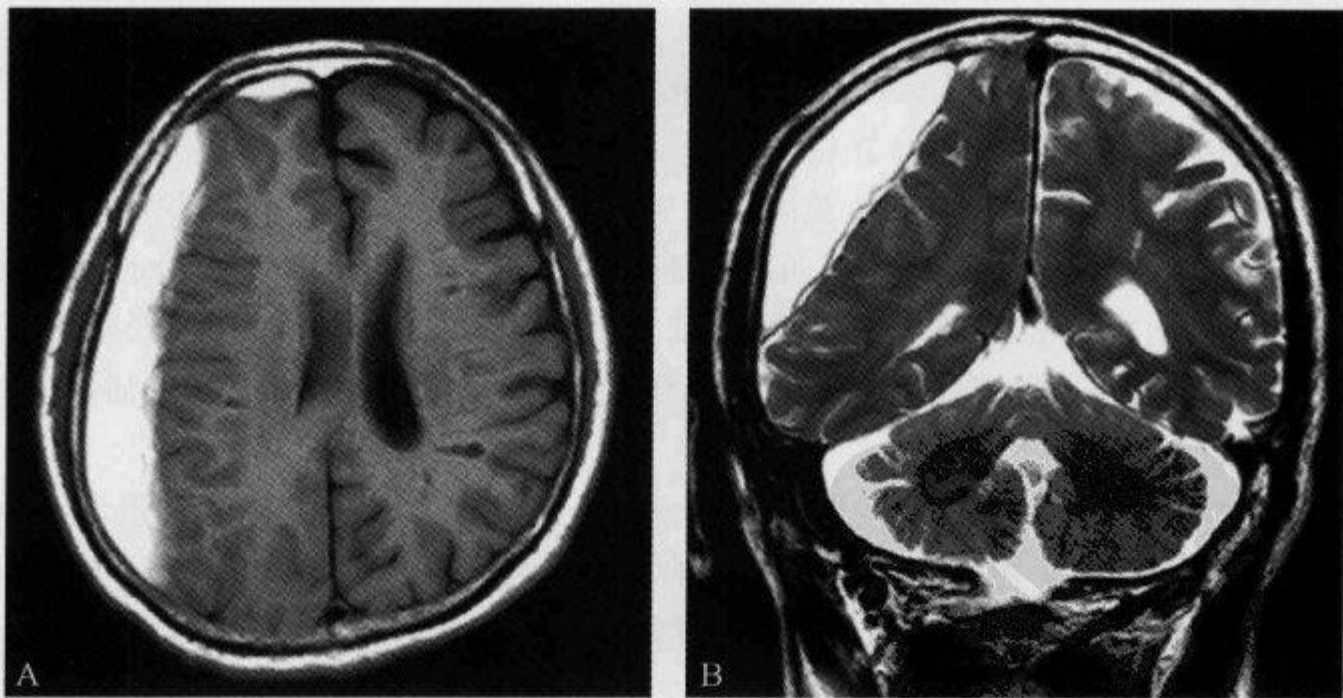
右侧额颞顶部亚急性硬膜下血肿,颅脑 MRI 示“灰白质界面内移征”
